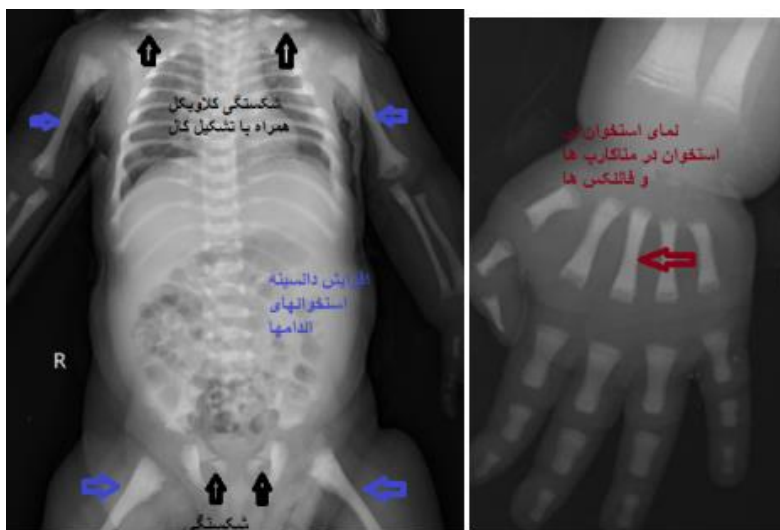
The radiographic examination
